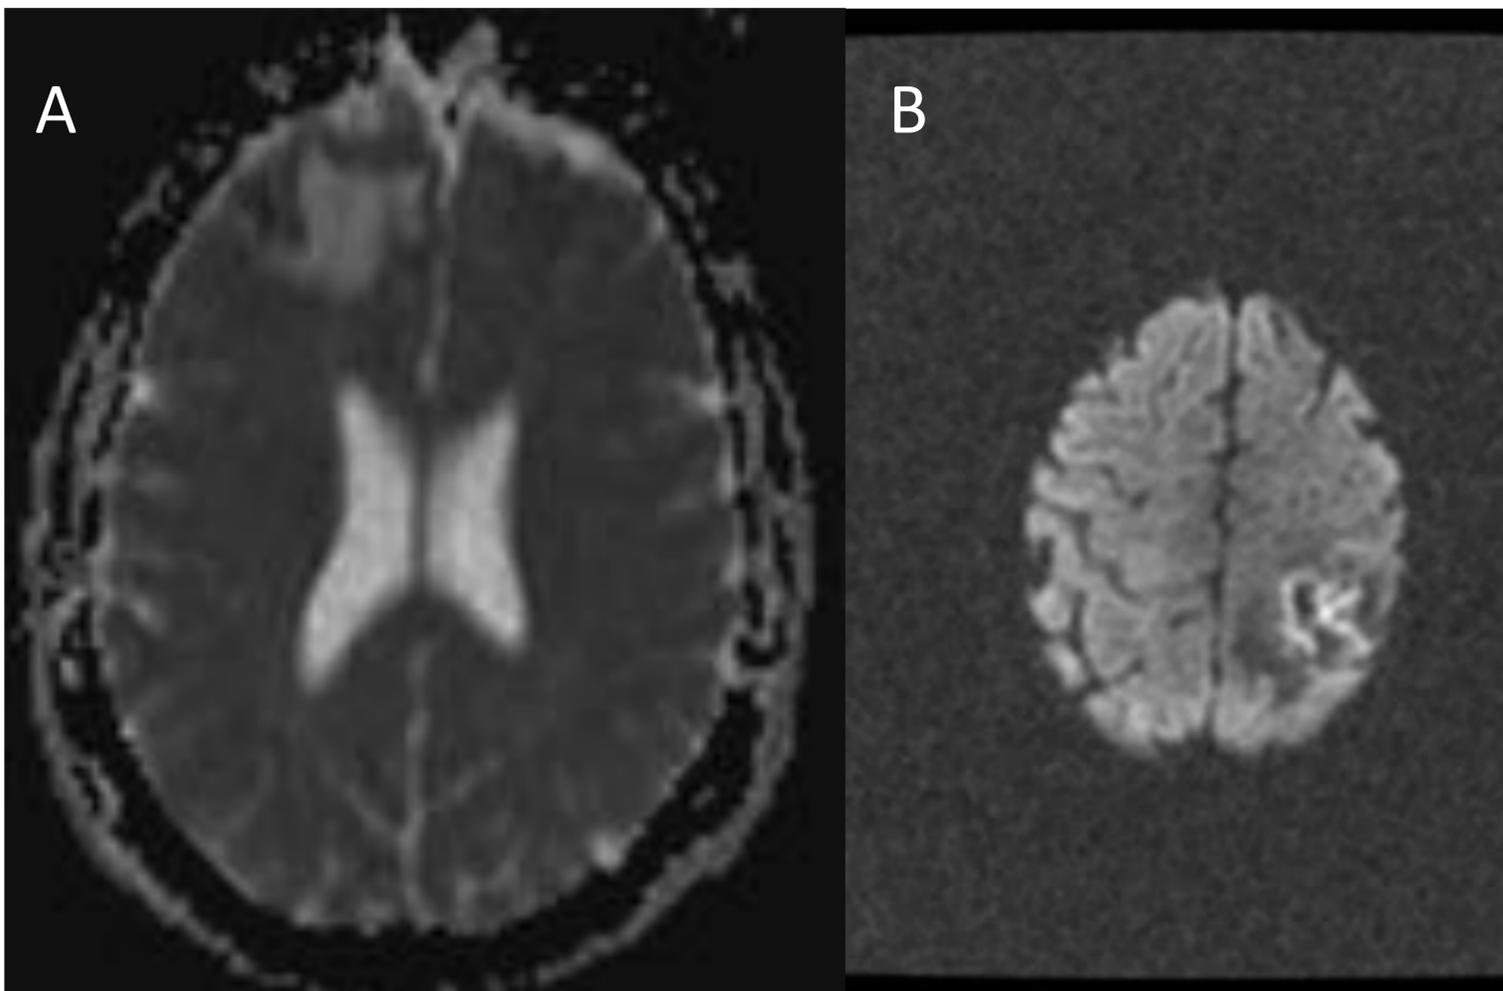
Secuencia de difusión en RM, en diferentes pacientes en los que no restringe la difusión en relación con edema vasogénico, de localización frontal derecho (A) y parietal izquierdo (B)
